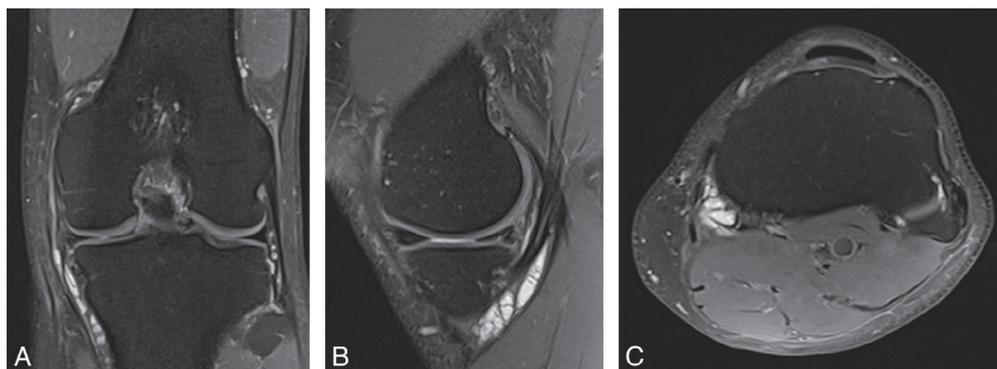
Tendinopathie de la patte d'oie (pathologie ansérine) – IRM séquence T2. Kystes péri-tendineux multiples. © DR.
